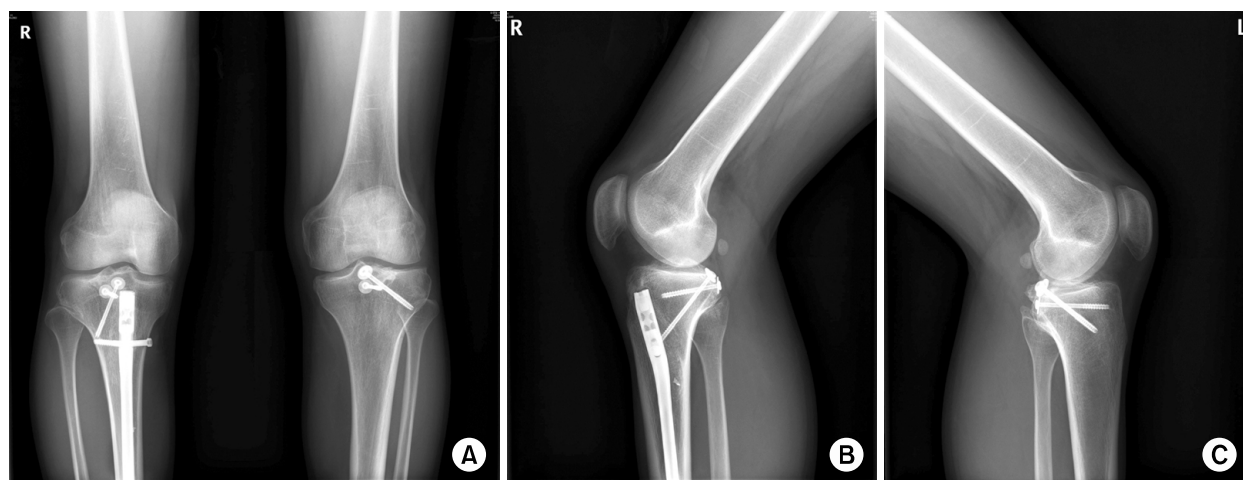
Postoperative 17 months radiograph of both knee AP (A) and lateral (B, C) shows complete bony union of posterior cruciate ligament avulsion fracture.
